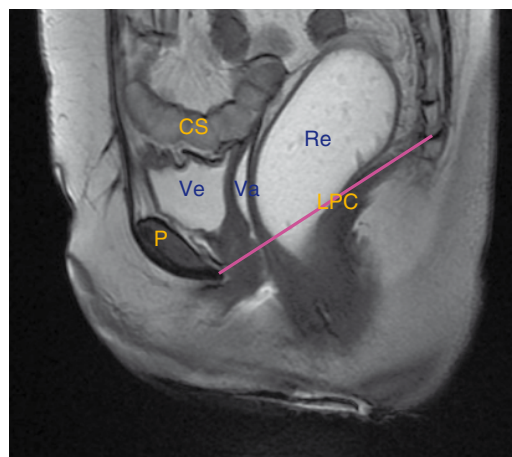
IRM dynamique pelvienne : clichés normal au repos, coupe sagittale.
